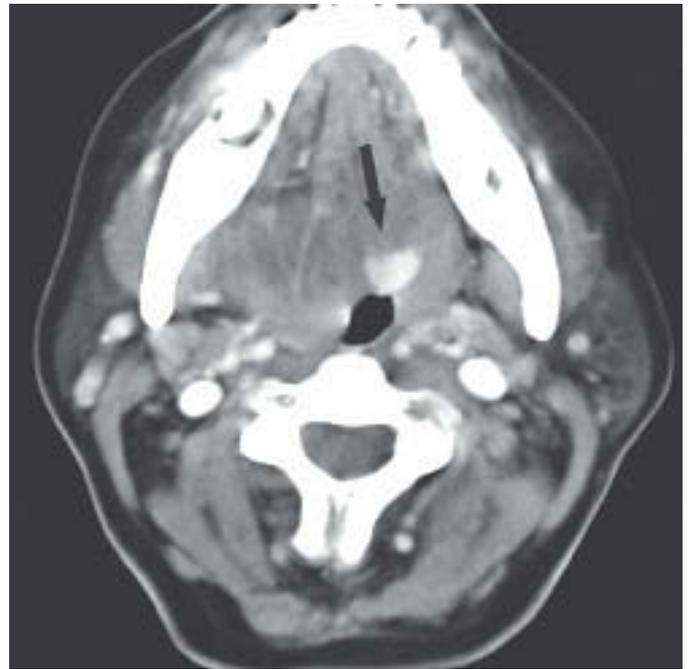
Tomografía computarizada que muestra un nódulo de 1,2 cm detrás de la lengua.
